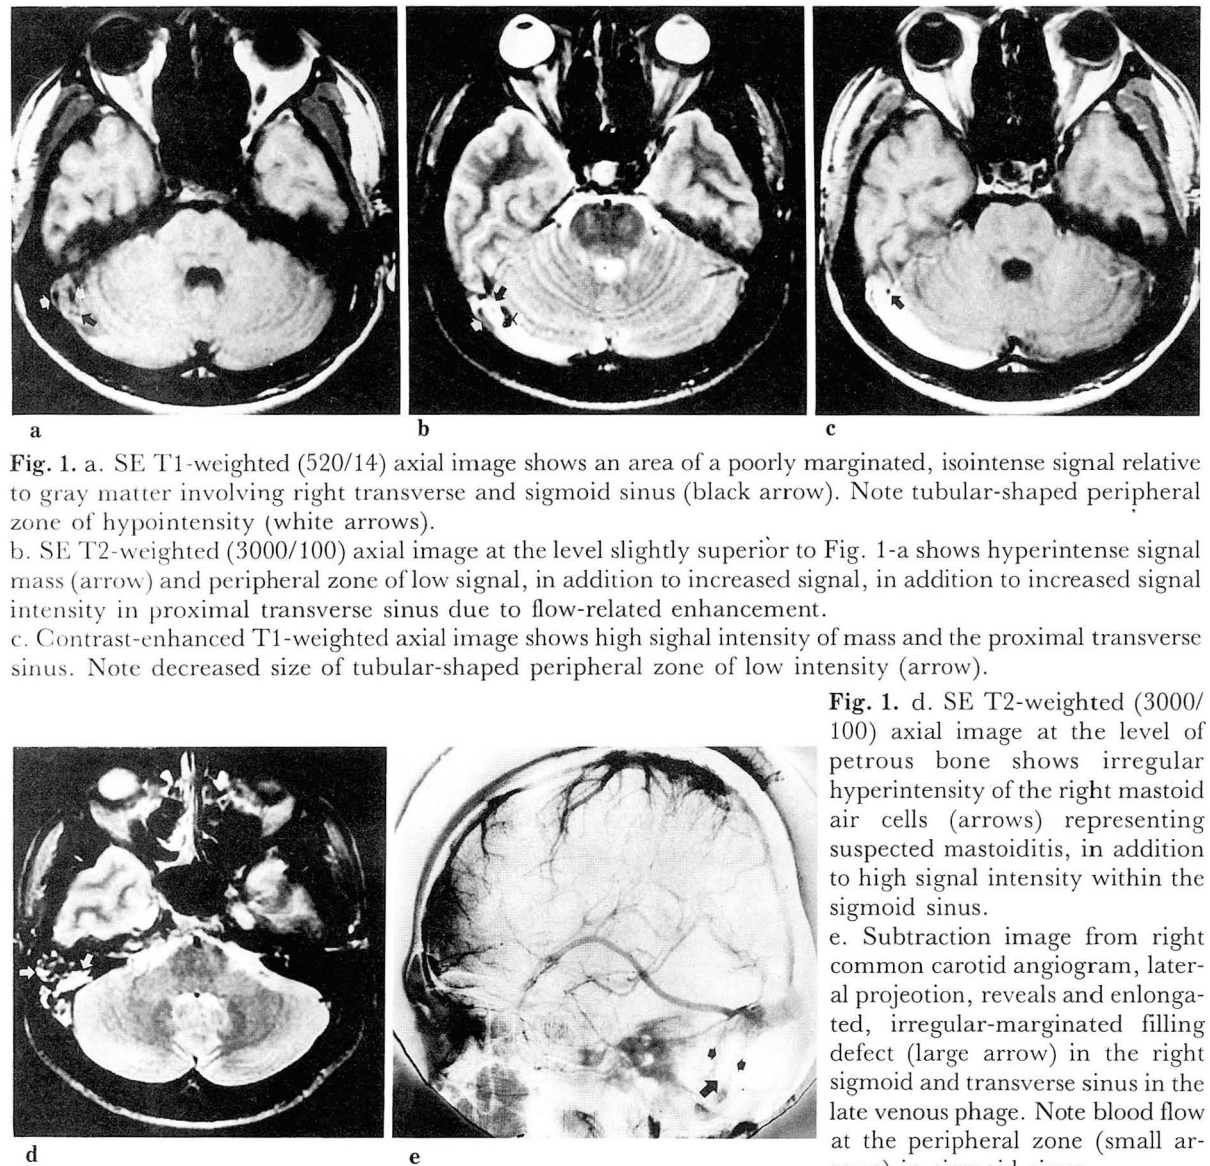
a. SE T1-weighted (520/14) axial image shows an area of a poorly marginated, isointense signal relative to gray matter involving right transverse and sigmoid sinus (black arrow). Note tubular-shaped peripheral zone of hypointensity (white arrows).
